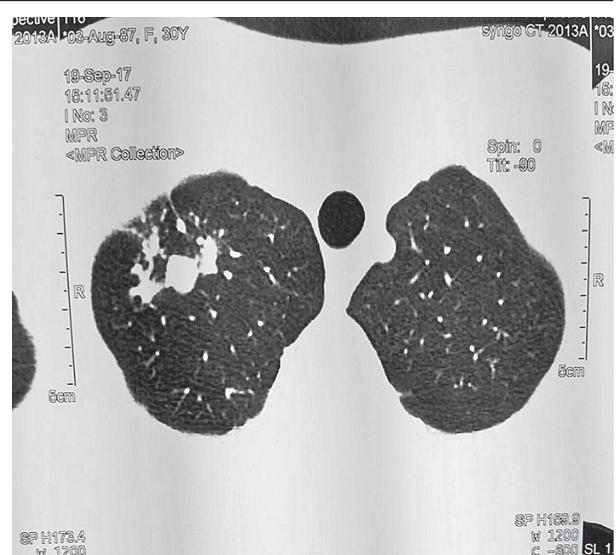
Мультиспіральна комп'ютерна томограма органів грудної клітини від 19.09.2017 р.
